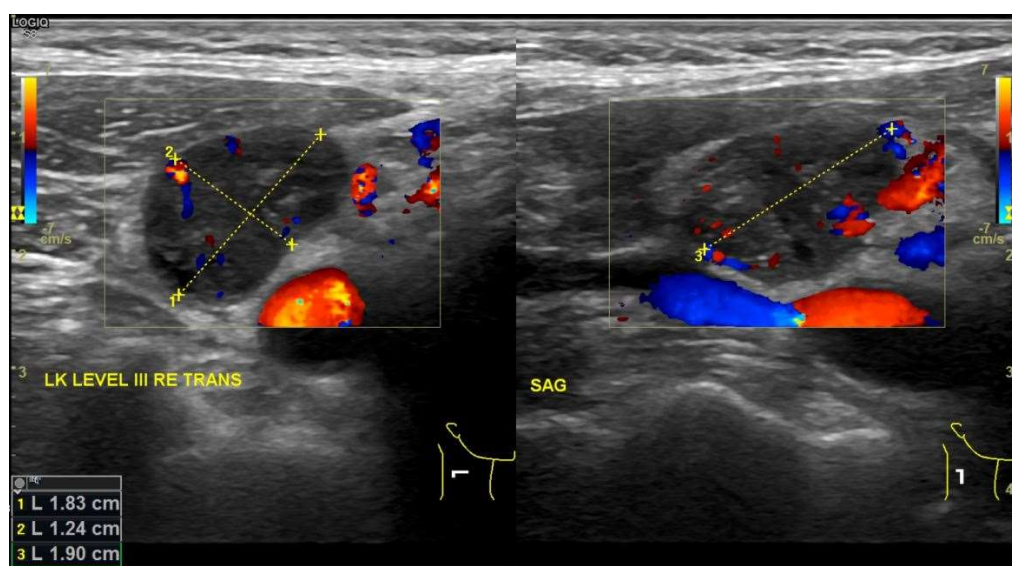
Ultrasound images of right transverse lymph node level III. Lymph node demonstrates malignant characteristics: axes are larger than 1 cm (left image), round shape with necrotic areas (right image).
